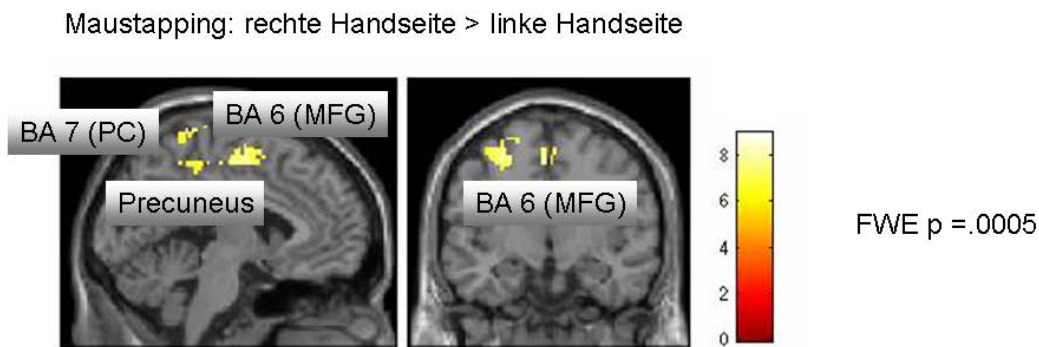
Typische Areale, die beim rhythmischen Klicken auf der MRT-Maus mit der rechten Hand stärkere Aktivierungen aufweisen als beim rhythmischen Klicken mit der linken Hand. (Kontrast rechts>links, $p=0,005$; FWE- korrigiert, Schwelle bei 10 zusammenhängenden Voxeln), MFG=medialer frontaler Gyrus, PC=Precuneus
